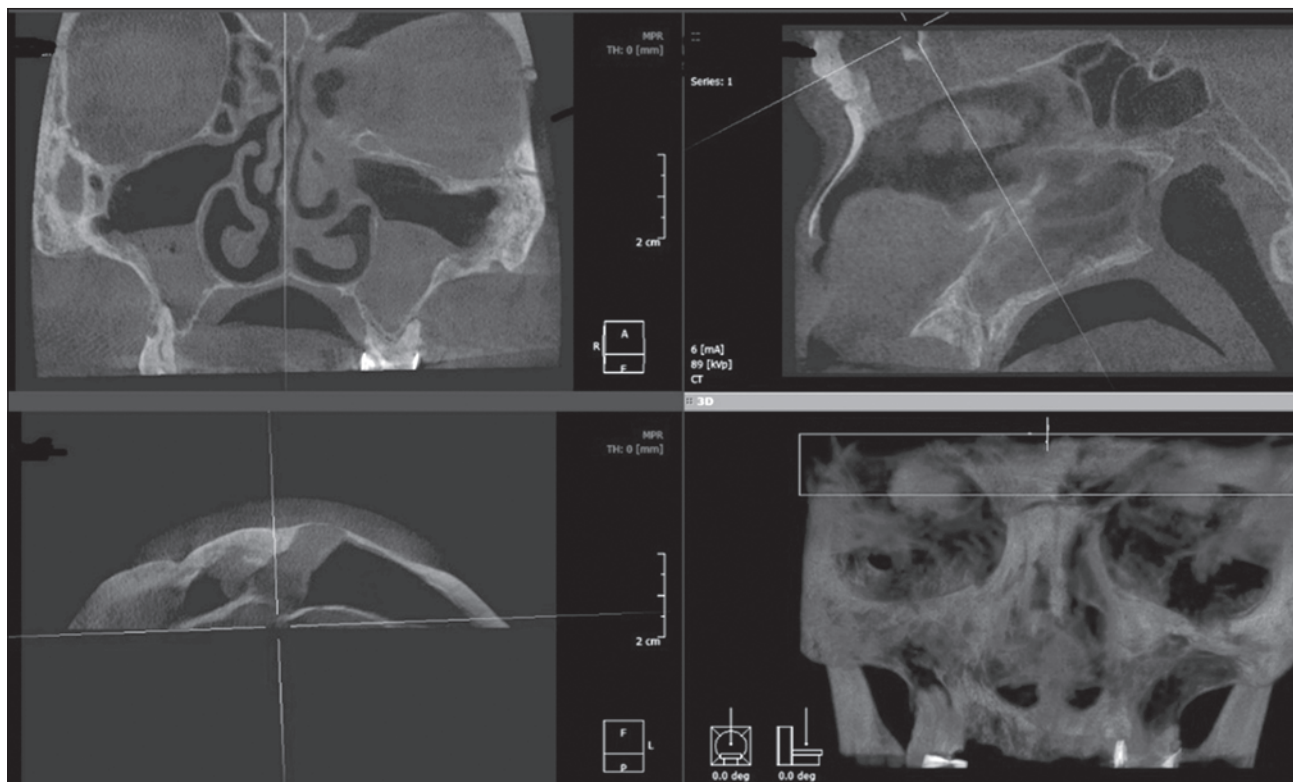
Конусно-променева КТ на 3-й день після операції
